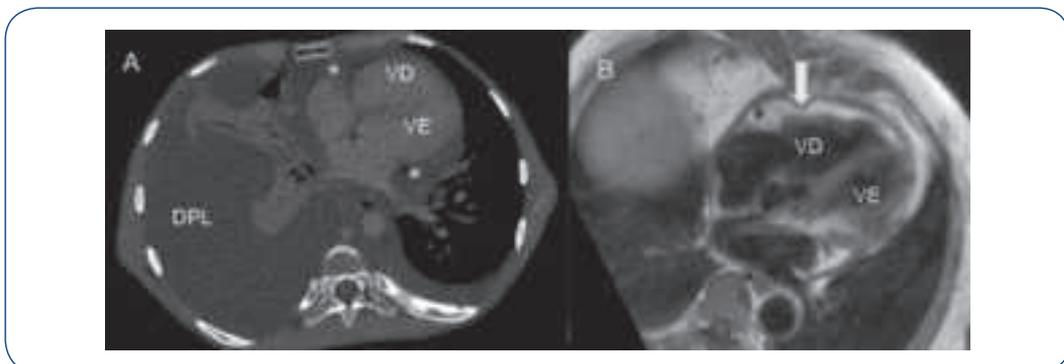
Avaliação do pericárdio através de tomografia e ressonância cardíaca. (A) Tomografia de tórax evidenciando derrame pericárdico (asteriscos) e volumoso derrame pleural à direita (DPL). (B) Ressonância cardíaca de paciente com pericardite e espessamento pericárdico (seta).
